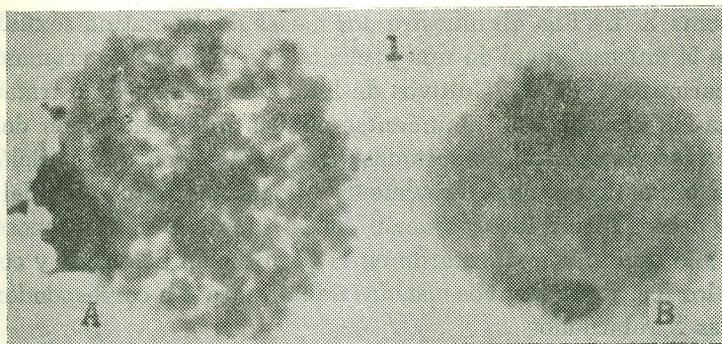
Cromatina sexual-autorradiografía
